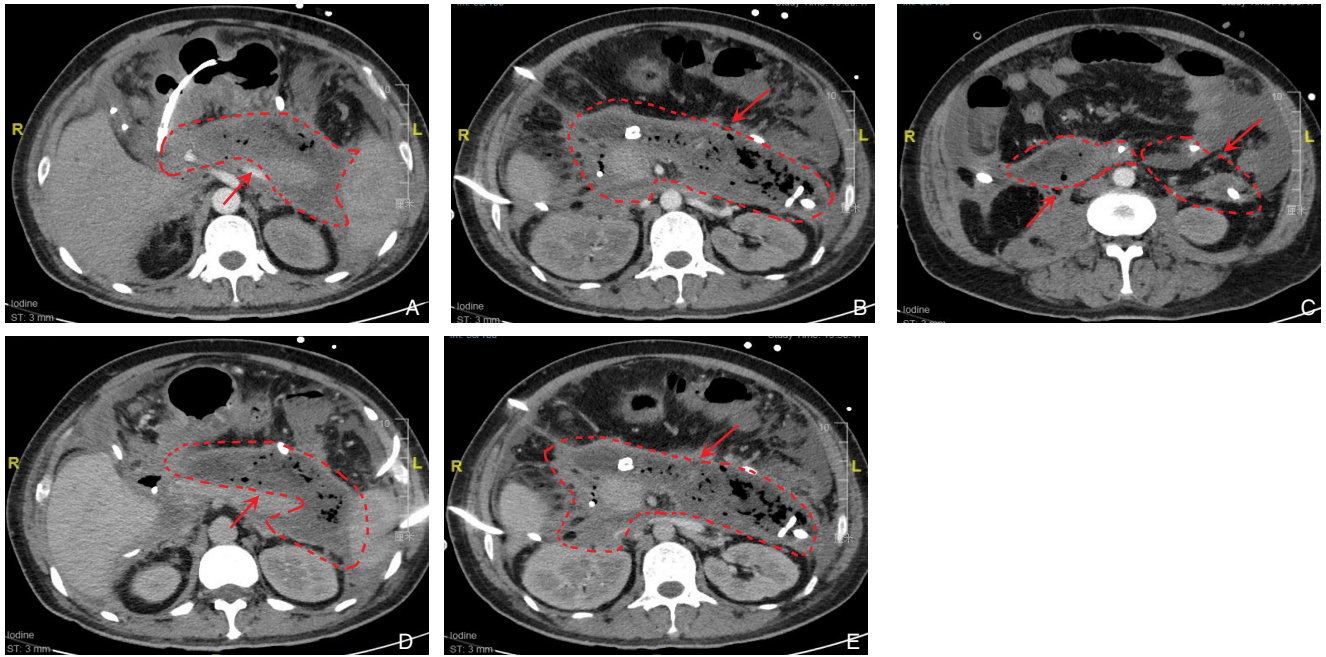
患者术前胰腺增强CT A: 动脉期网膜囊内坏死组织; B: 动脉期胰周坏死组织; C: 动脉期腹膜后及肾前坏死组织; D: 静脉期网膜囊内坏死组织; E: 静脉期胰周坏死组织
